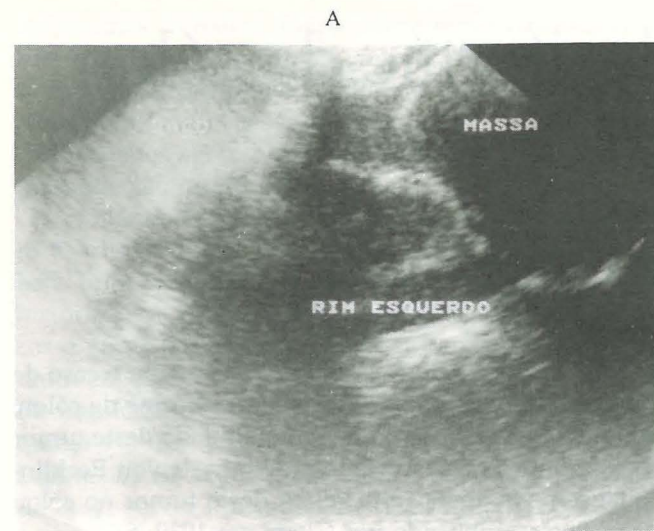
Ecografia abdominal
